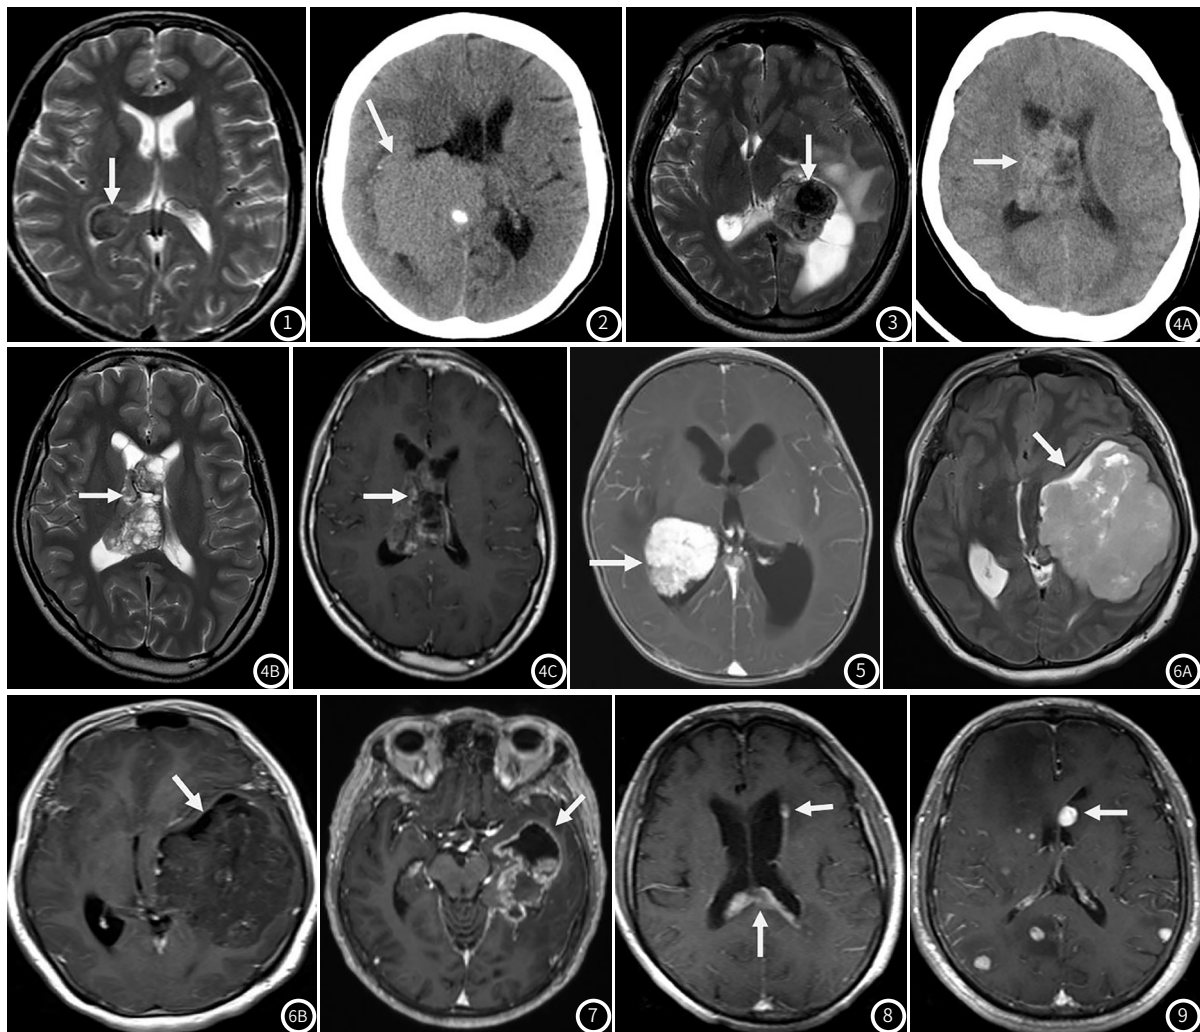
混合型脑膜瘤(WHO I级)女,48岁,T₂WI呈稍高信号,T₁WI呈稍低信号,信号均匀,明显强化。图2 混合型脑膜瘤(WHO I级)女,73岁,CT平扫呈稍高密度,内伴斑片钙化。图3 过渡型脑膜瘤(WHO I级)男,36岁,T₂WI呈低信号,伴瘤周水肿及脑室扩张。图4 中枢神经细胞瘤(WHO II级)女,22岁,CT平扫呈稍高密度,内伴多发囊变,T₂WI呈混杂稍高信号及高信号,内伴多发囊变,轻中度强化。图5 脉络丛乳头状瘤(WHO I级)女,11岁,桑葚样外观,明显强化,伴脑积水及瘤周水肿。图6 室管膜下瘤(WHO I级)男,22岁,T₂WI呈高信号,T₁WI呈低信号,内伴多发小囊变,轻度强化。图7 胶质母细胞瘤(NOS,WHO IV级)男,71岁,肿块起源于颞叶,突入、浸润左侧侧脑室颞角生长。图8 中枢系统弥漫大B细胞淋巴瘤,男,61岁,明显均匀强化,多发病灶。图9 转移瘤(左肺浸润性腺癌),男,75岁,结节样明显强化,多发病灶。
